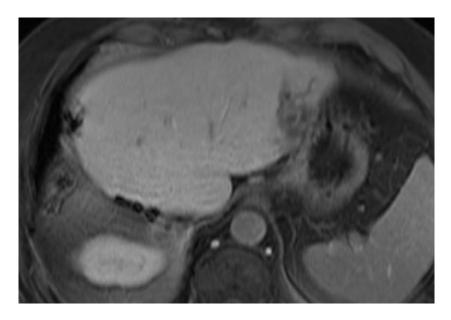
Magnetresonanztomographie einer aktiven Lebermetastase nahe der Magenwand (Teile der Leber bereits durch OP zwei Jahre vorher entfernt).
